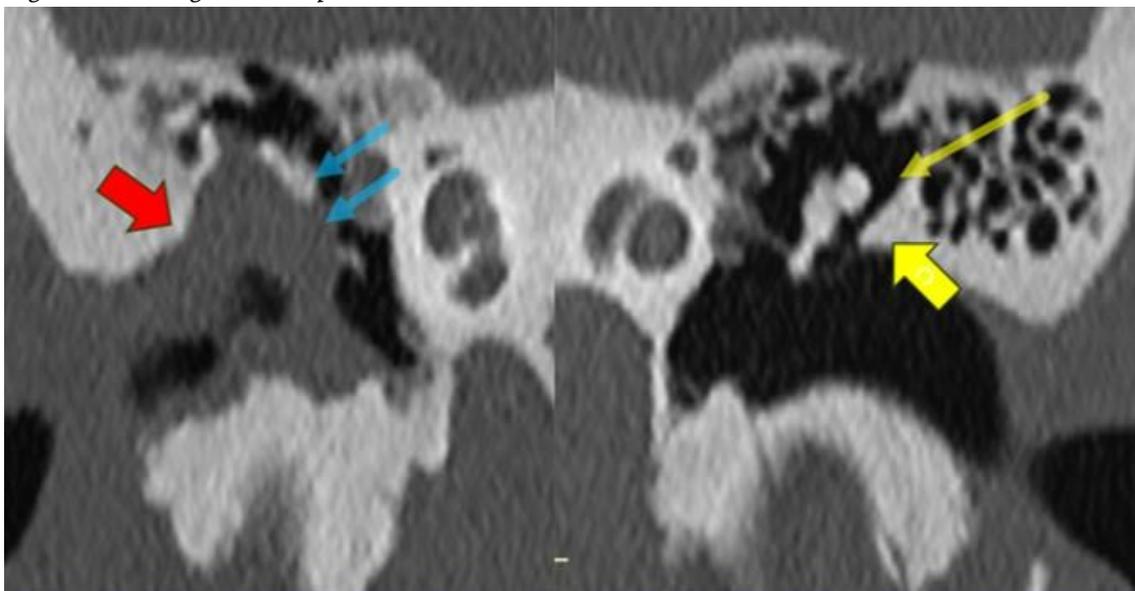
TC de mastóides, cortes coronais. Do lado esquerdo, toda a cavidade timpânica, inclusive epitímpano e espaço de Prussak (seta fina amarela) estão normoaeradas. O esporão do ático (seta amarela grossa) tem aspecto habitual (pontiagudo). Do lado direito, há uma otite média crônica colesteatomatosa. Nota-se secreção/material preenchendo toda a cavidade timpânica, em especial o epitímpano e espaço de Prussak. Houve osteólise do esporão do ático, que perdeu o aspecto pontiagudo e apresenta-se rombo (seta grossa vermelha). A cadeia ossicular está desviada/ luxada medialmente e com osteólise/ pontos de descontinuidade (setas azuis).
